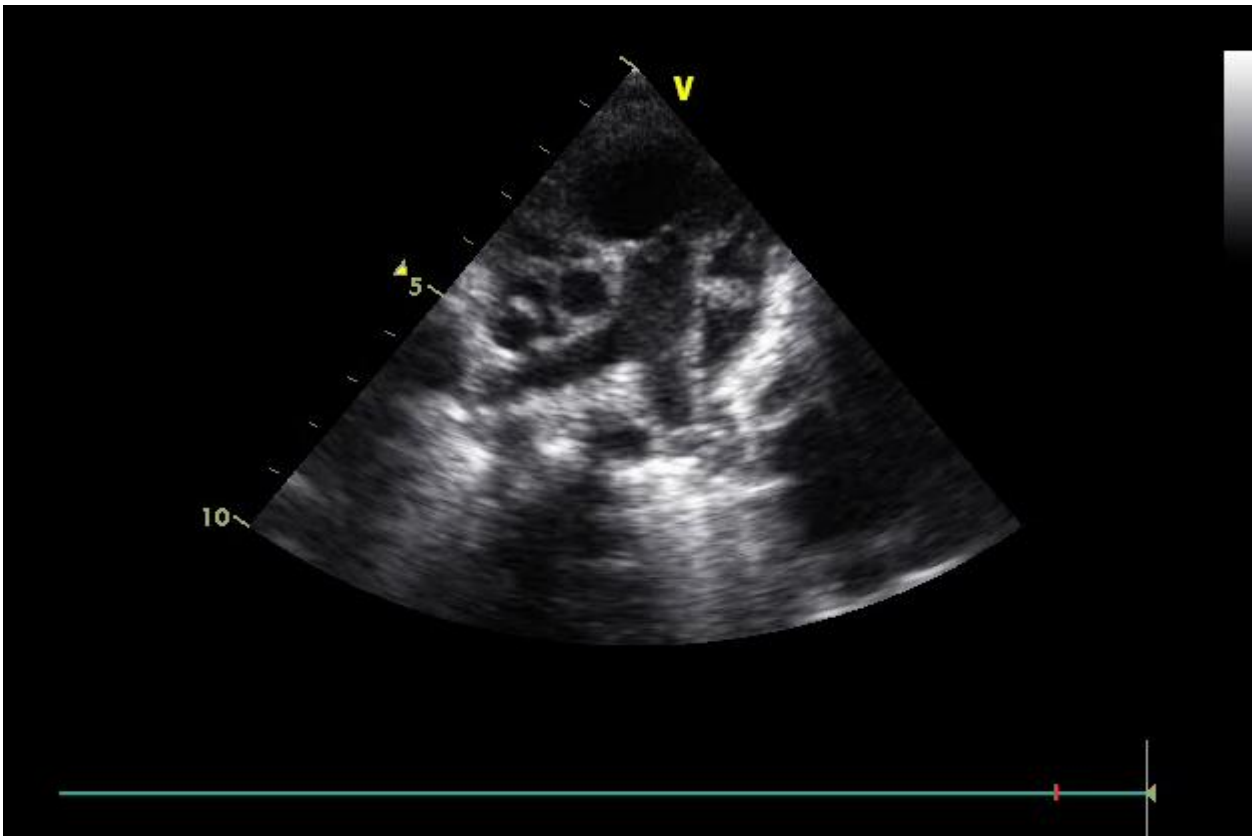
coupe parasternale petit-axe qui permet de voir l'aorte, le tronc de l'artère pulmonaire avec ses deux branches et le VD
